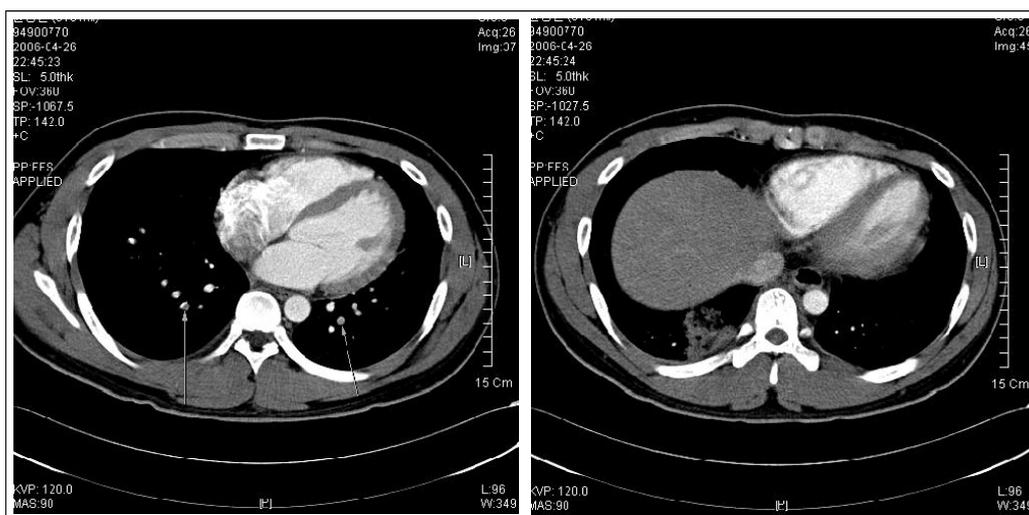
Chest CT scan on admission shows thrombi in the pulmonary arteries of left lower lobe anteromedial basal segment and right lower lobe posterior basal segment (left) and hemorrhagic infarction with wedge-shaped consolidation in right lower lobe posterior basal segment (right).
